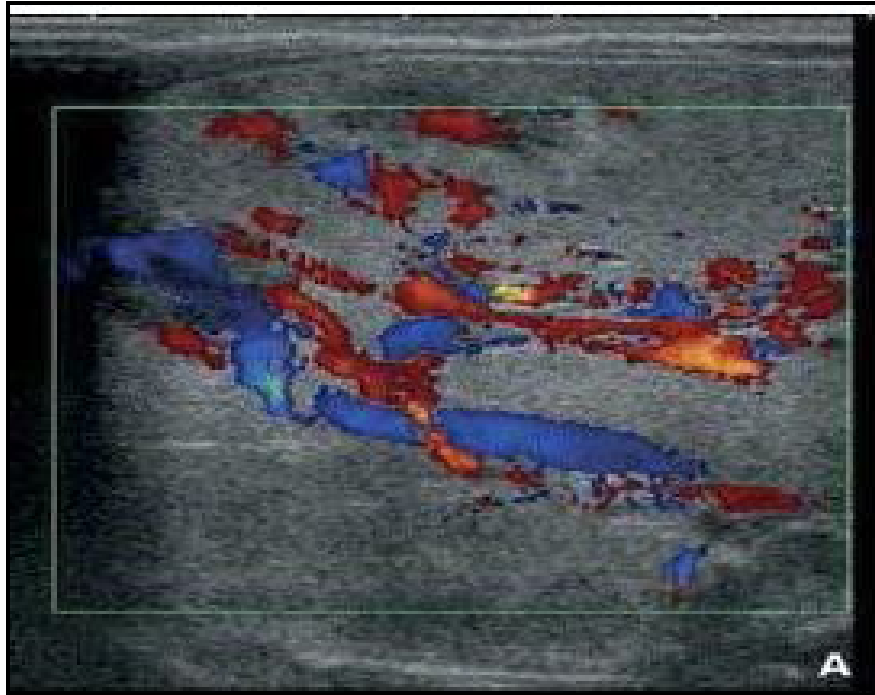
hémangiome infantile multi-nodulaire avec fistules porto-sus-hépatiques. Nouveau-né de 4 semaines exploré pour cholestase et insuffisance hépato-cellulaire, échodoppler couleur montrant un foie comportant de multiples nodules hypo-échogènes, avec une hypervascularisation artérielle et veineuse et présence de larges fistules porto-sus-hépatiques.
